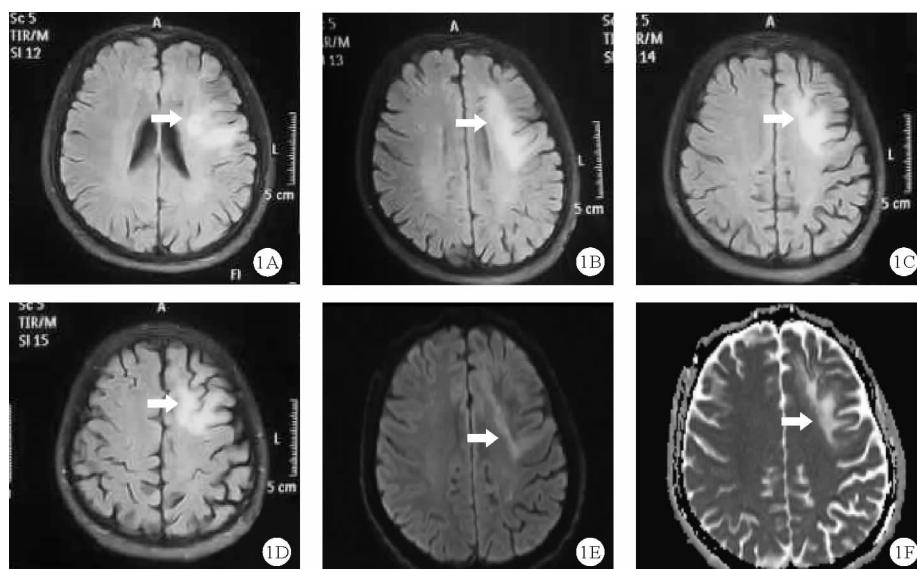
患者 2019 年 6 月 15 日头部 MRI 检查结果(A ~ D: MRI T2 Flair 左侧额叶可见片状高信号; E ~ F: DWI 可见病灶低信号、边缘弥散受限, ADC 高信号; 如箭头所示)
